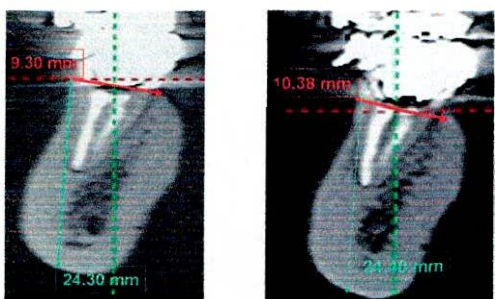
tomografías Inicial y final corte transversal a nivel del diente 46
